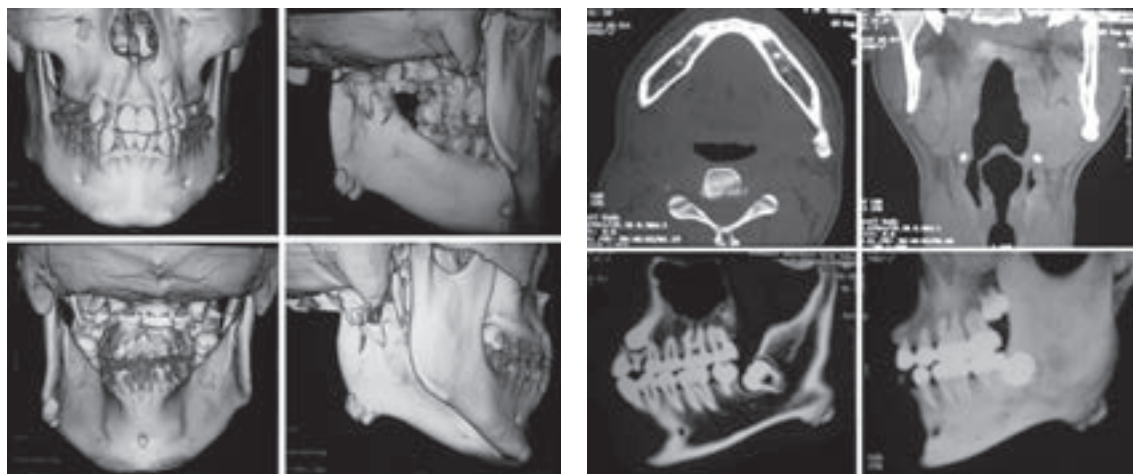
Cortes axiales, coronales, reconstrucciones sagitales y en tercera dimensión de TC que muestran tumor hiperdenso, heterogéneo, de base amplia en el ángulo inferior izquierdo de la mandíbula. Nótese el canino superior izquierdo y terceros molares no exteriorizados.
